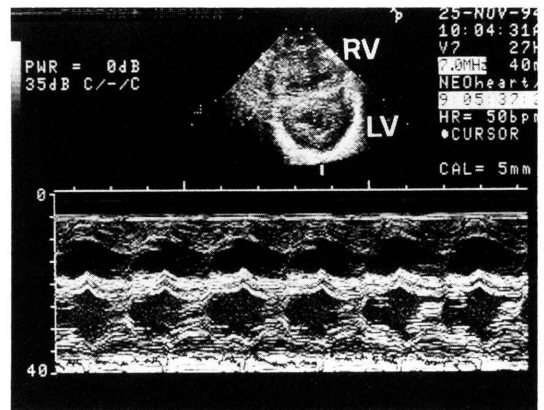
断層心エコー所見(左室短軸像), 右室圧は左室圧とほぼ等圧で, LVSF 0.37, 左室後壁厚は5mmと肥厚していた.
